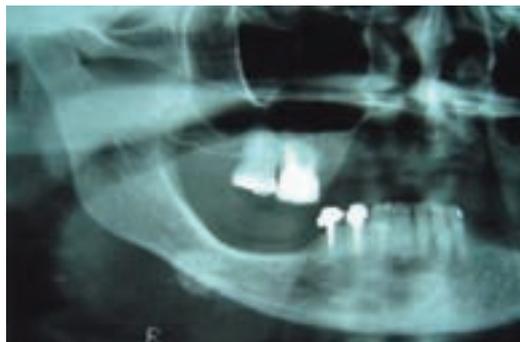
RADIOGRAFIA PANORÂMICA EVIDENCIANDO MASSA RADIOPACA DO LADO DIREITO.
